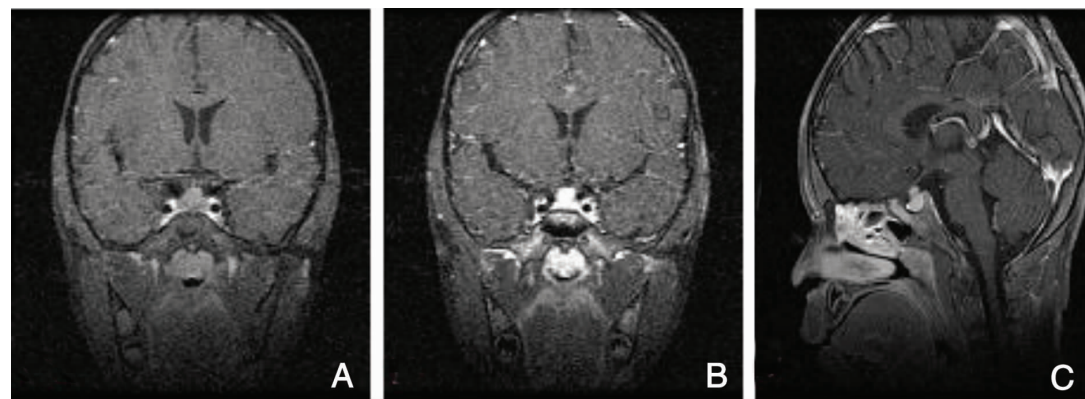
垂体MRI检查 A:冠状面T₁WI平扫垂体信号均匀,其上缘对称性隆起,垂体柄居中,未见增粗;B:冠状面增强扫描示病变上缘圆钝呈穹隆状改变;C:矢状面T₁WI示鞍区一质地均匀的肿物,向鞍上生长。
